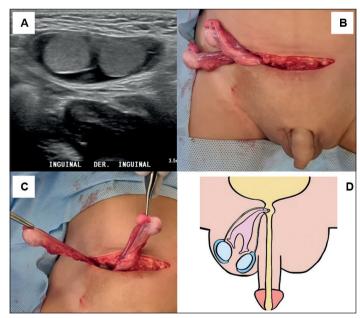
Hallazgos imagenológicos e intraoperatorios Caso 1. Ecografía inguinal mostrando ambos testículos en la región inguinal derecha (A). Imágenes intraoperatorias de ambos testículos en la región inguinal derecha, asociado a remanentes müllerianos (B y C). Representación esquemática de ectopia testicular transversa izquierda asociada a remanentes müllerianos (D).
